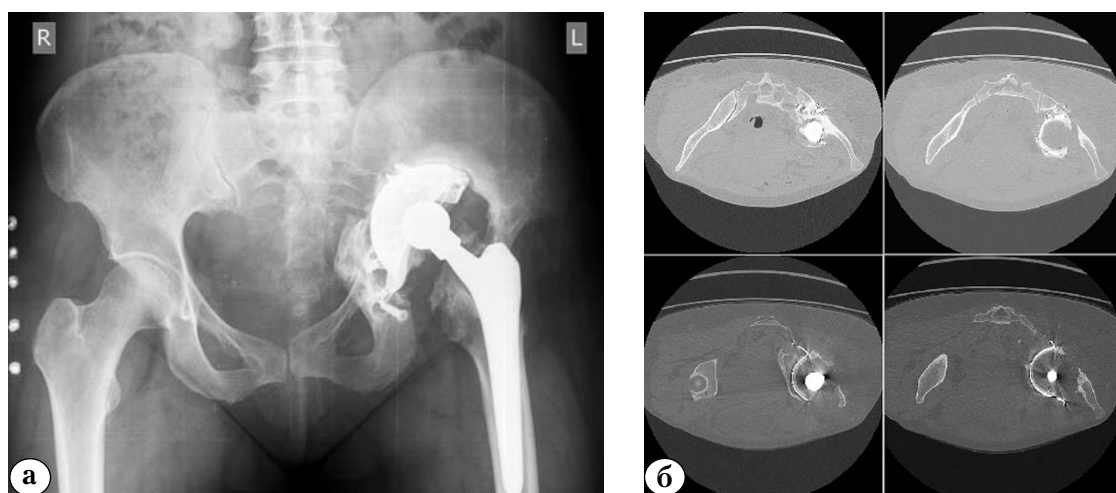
Рентгенограммы пациентки при поступлении: а – обзорная рентгенограмма таза: обращает на себя внимание краниальное смещение центра ротации и миграция вертлужного компонента за линию Kohler, что соответствует дефекту ЗВ по Paprosky; нарушение подвздошно-седалищной и подвздошно-гребешковой линий позволяет предположить нарушение целостности тазового кольца; отсутствие задней стенки и нарушение крыши вертлужной впадины свидетельствуют о значительной величине дефекта и крайне ограниченном контакте имплантата со здоровой костью; б – КТ-срезы: миграция компонентов эндопротеза кзади и медиально; дефект крыла подвздошной кости; слева смещение каудальной части таза медиально; отсутствие задней колонны в краниальной части тазовой кости
